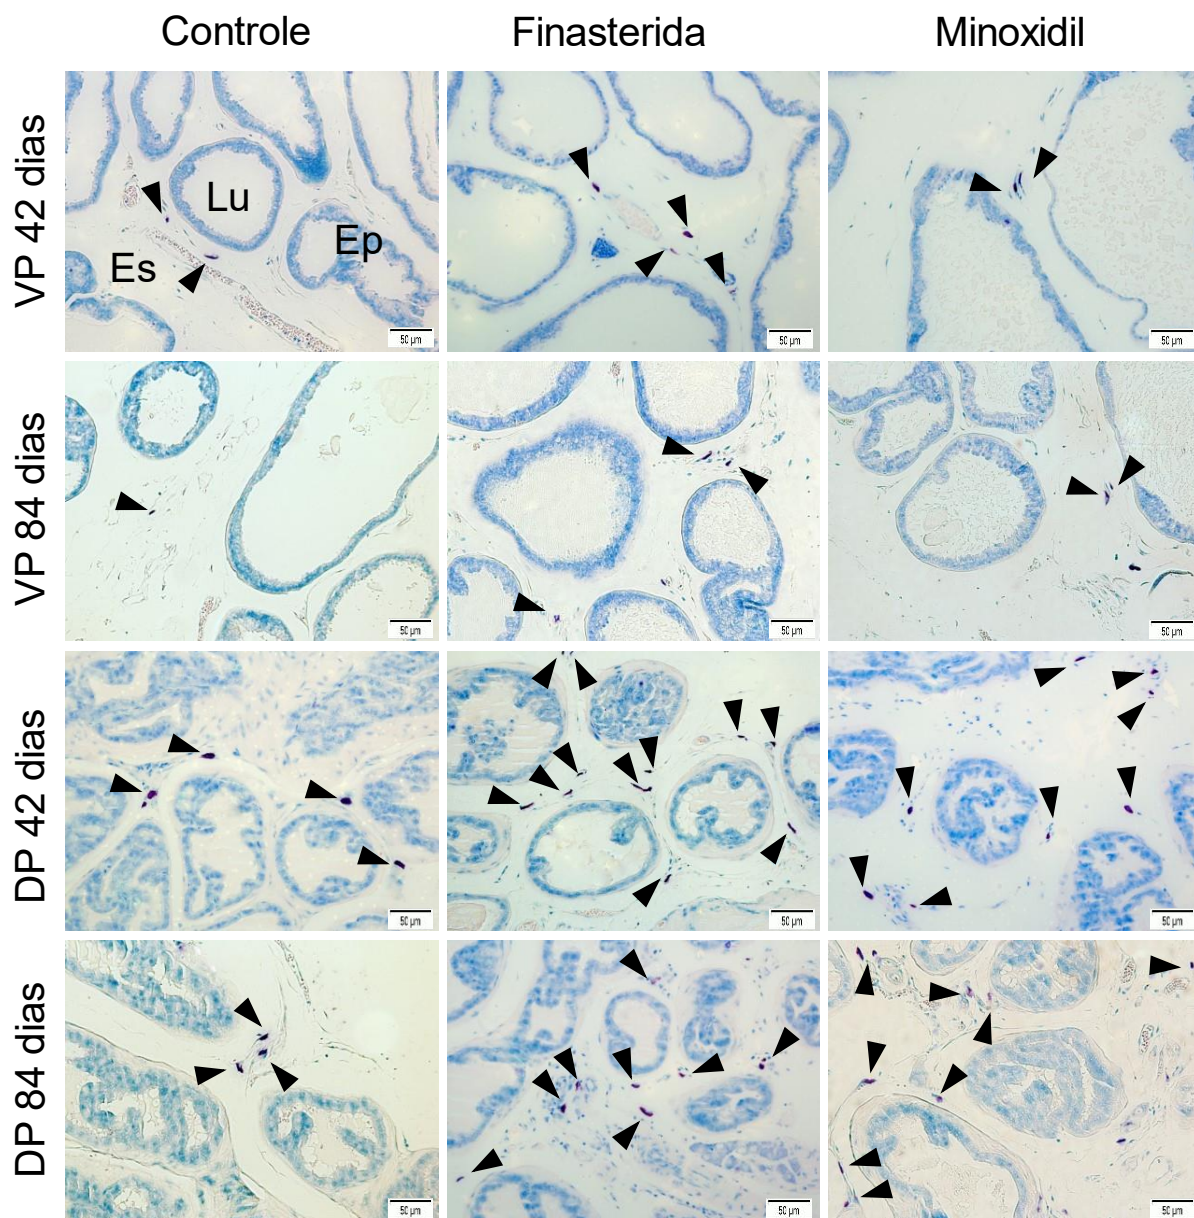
Fotomicrografias da próstata ventral (VP) e da próstata dorsal (DP) de camundongos Balb/C submetidos à administração de finasterida e minoxidil, por 42 e 84 dias. As imagens revelam a presença de mastócitos no estroma de cada lobo prostático. Pontas de setas = Mastócitos; Ep = Epitélio; Lu = Lúmen; Es = Estroma. Os gráficos mostram a quantificação de mastócitos encontrados por área (1,96 mm²). CT = Controle; VC = Veículo; F5,0 = Finasterida 5,0 mg/kg; M2,5 = Minoxidil 2,5 mg/kg; M5,0 = Minoxidil 5,0 mg/kg; M7,5 = Minoxidil 7,5 mg/kg. Dados expressos como média \pm desvio padrão. * mostram valores significativamente diferentes em relação ao controle ($p \leq 0,05$) pelo Student Newman Keuls (dados paramétricos) ou Kruskal-Wallis (dados não paramétricos). # mostram valores significativamente diferentes em relação ao grupo Finasterida, controle positivo ($p \leq 0,05$) pelo Student Newman Keuls (dados paramétricos) ou Kruskal-Wallis (dados não paramétricos). Corado por Azul de toluidina/Borato de Sódio. Barra das micrografias = 50 μ m.
